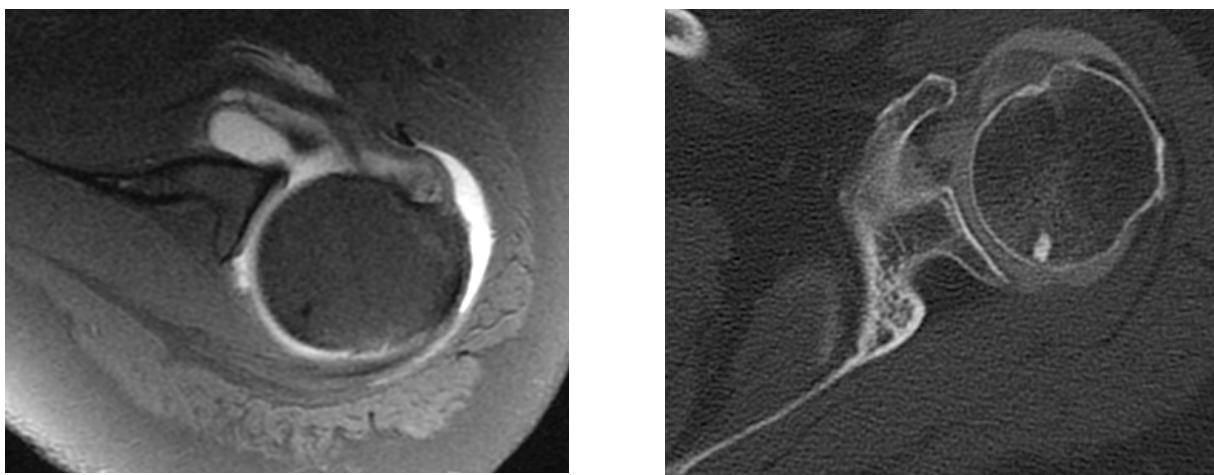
Discordance entre arthroscopie, arthro-IRM (a : séquence axiale) et arthro-scanner (b : reconstruction axiale) : Aspect de fissuration du tendon du long biceps
